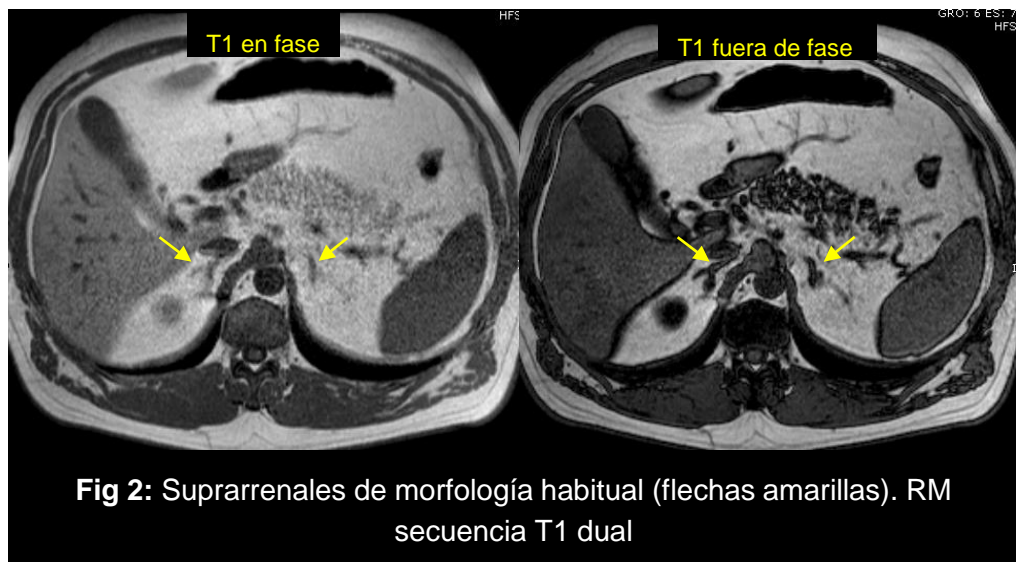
Suprarrenales de morfología habitual (flechas amarillas). RM secuencia T1 dual
